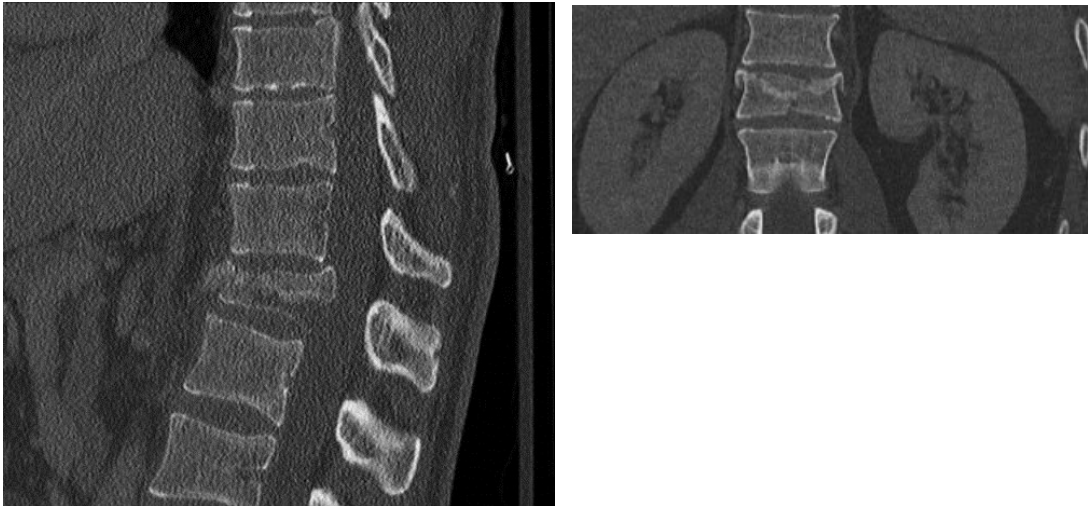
präoperative CT-Aufnahmen
